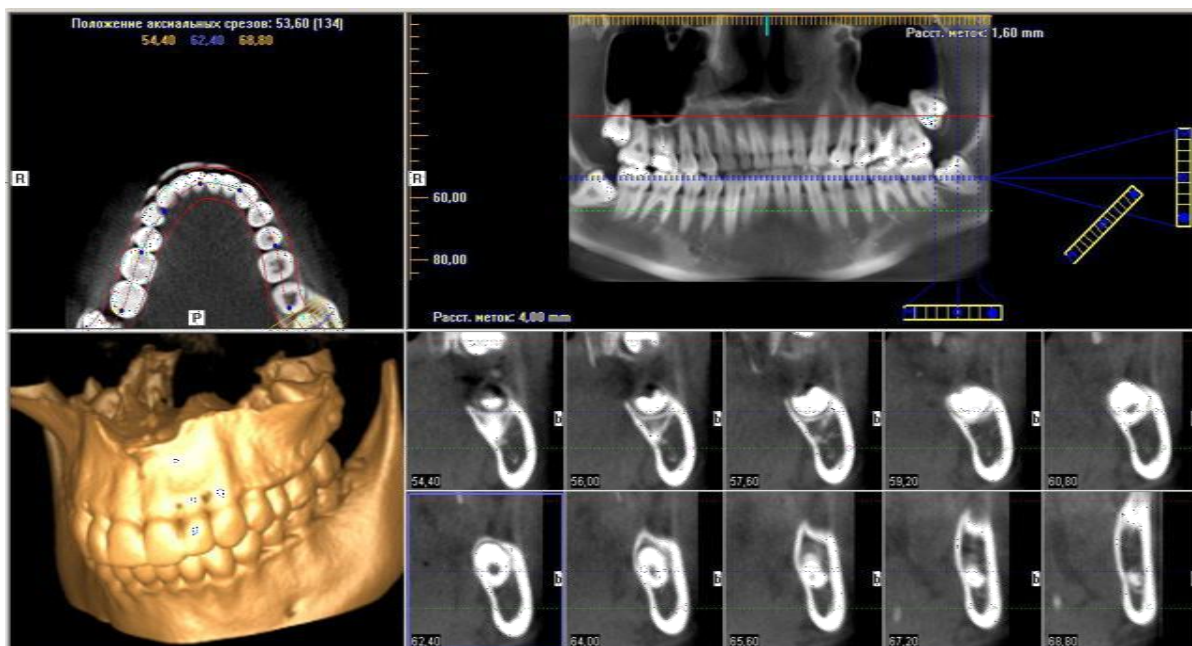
Конусно-лучевая компьютерная томография — ретенция, дистопия зуба 3.8
